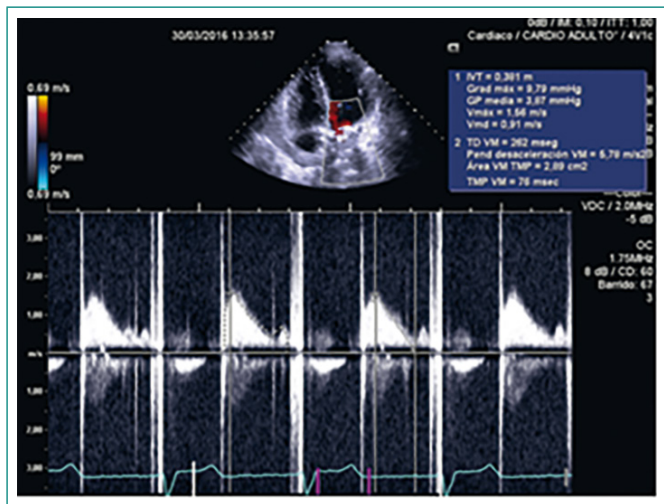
ETT posoperatoria. Doppler continuo. Adecuados gradientes para modelo y número de prótesis
